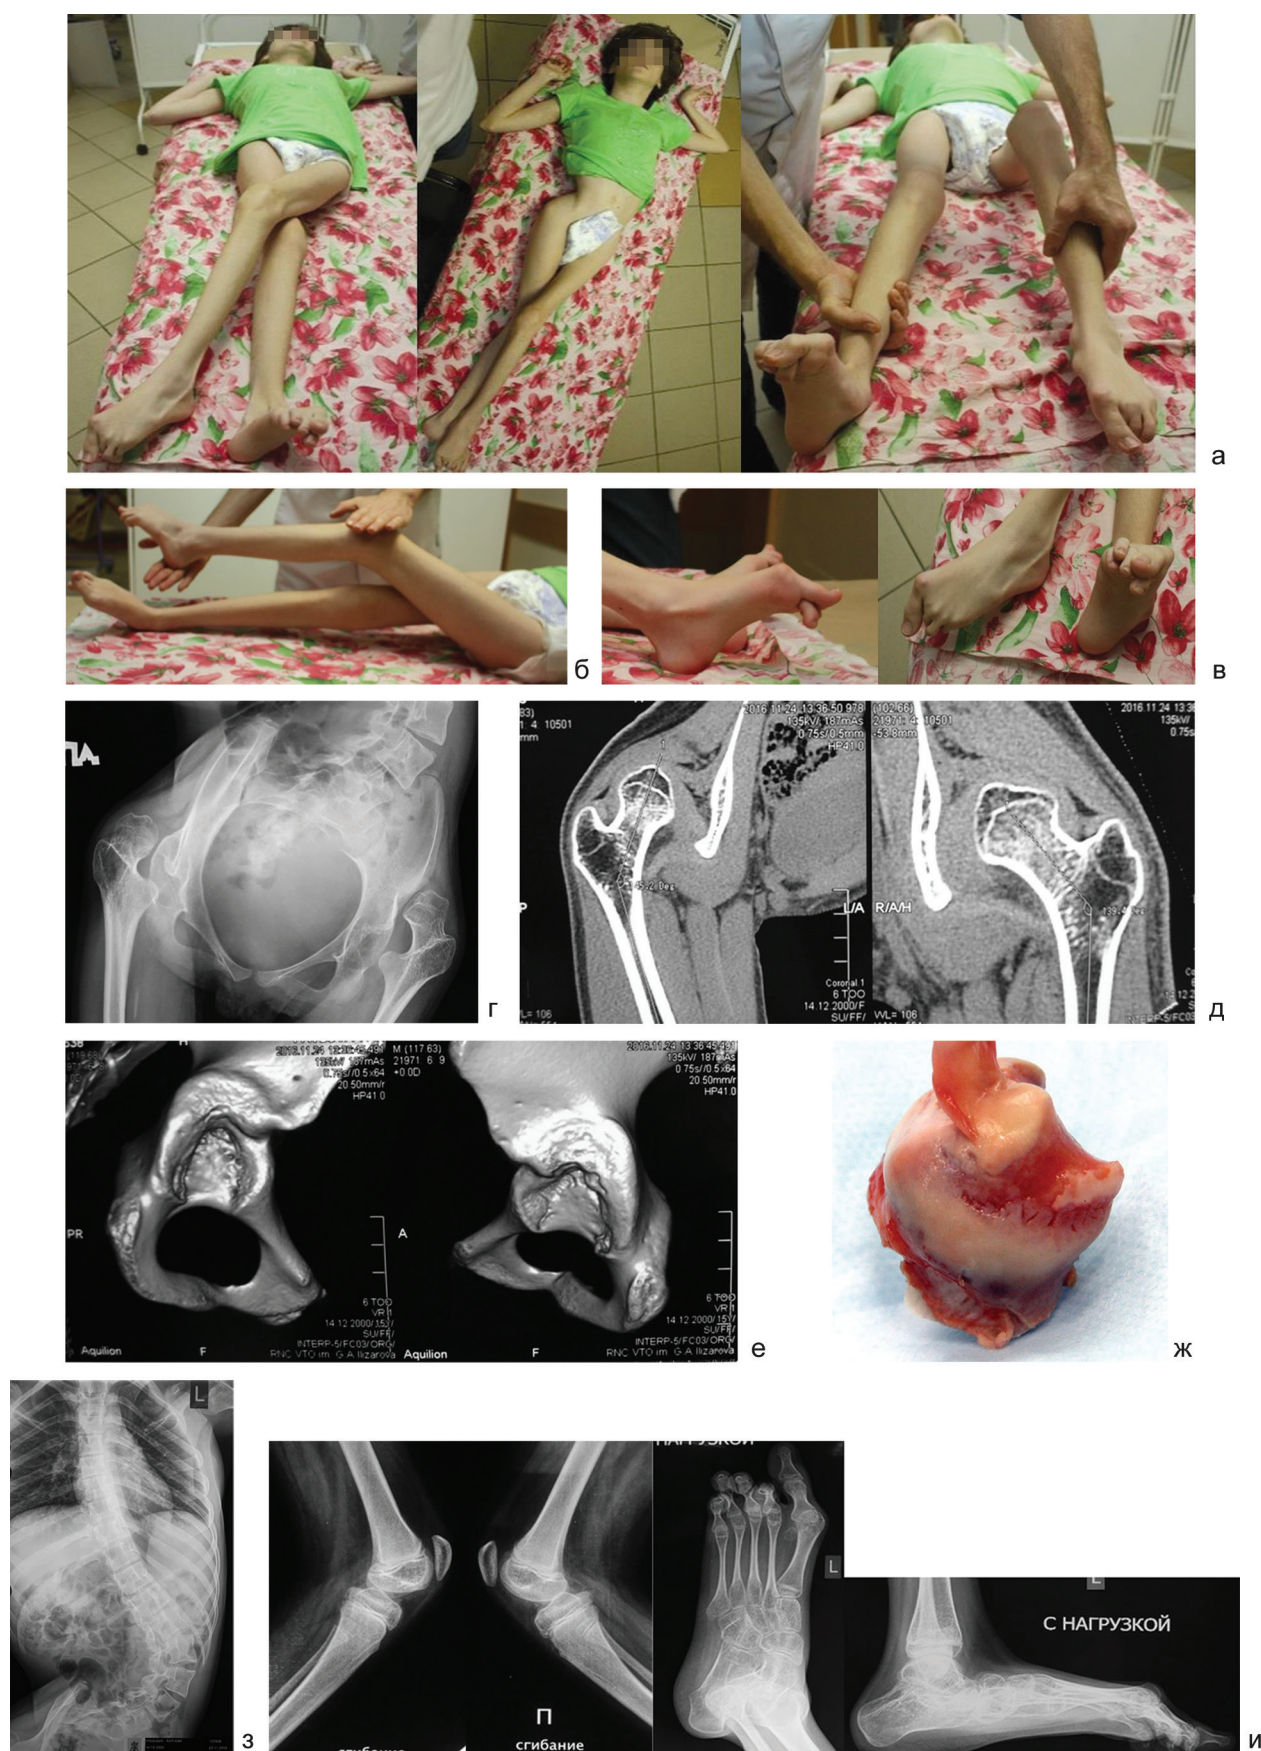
Пациентка П., 16 лет, GMFCS V, совокупность деформаций и контрактур у пациентки: а – приводящие выраженные контрактуры тазобедренных суставов; б – сгибательная контрактура коленного сустава; в – деформации стоп, сгибательные установки в плюсне-фаланговых суставах; г – рентгенограмма таза, двусторонний вывих бедер; д – срез КТ во фронтальной плоскости, иллюстрирующий деформации головок бедер, полную потерю сферичности; е – 3D-реконструкция, иллюстрирующая выраженную деформацию вертлужных впадин; ж – фото резецированной головки левого бедра, видна потеря суставного хряща и обширный дефект костной ткани; з – поясничный левосторонний сколиоз, угол Cobb 87°; и – рентгенограммы коленных суставов (высокая позиция надколенников) и стоп (большеберцово-таранный угол 112°, угол между осью таранной кости и осью первой плюсневой кости 31°, угол между осью первой плюсневой кости и осью проксимальной фаланги 23°)
